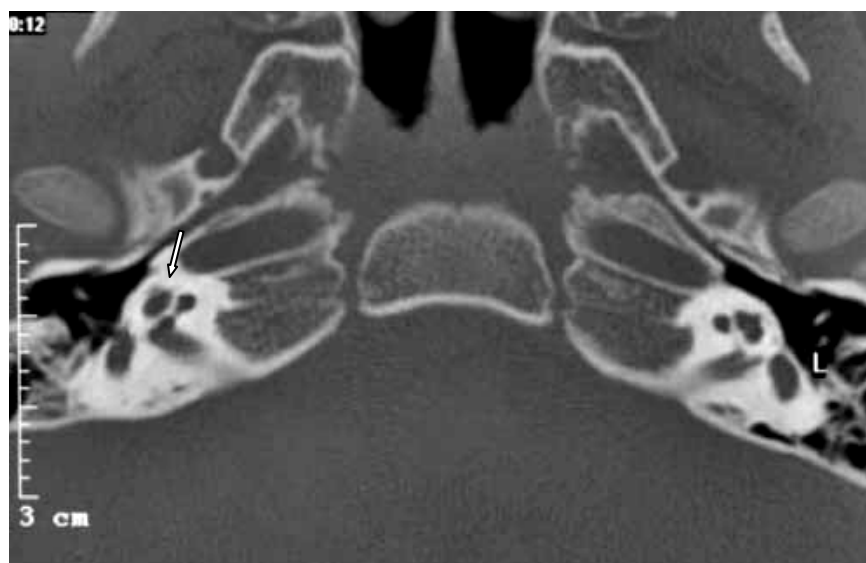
image d'une TDM montrant un défaut de partition cochléaire 'cochlée mal enroulée
